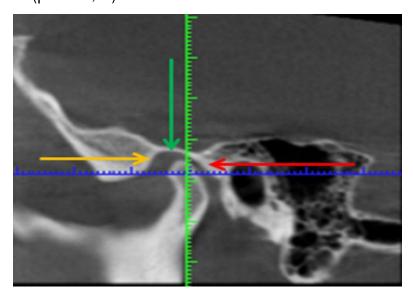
Та же больная. Компьютерная томография. До лечения - сужение суставной щели, смещение суставной головки при ортогнатическом прикусе в центральной окклюзии.
